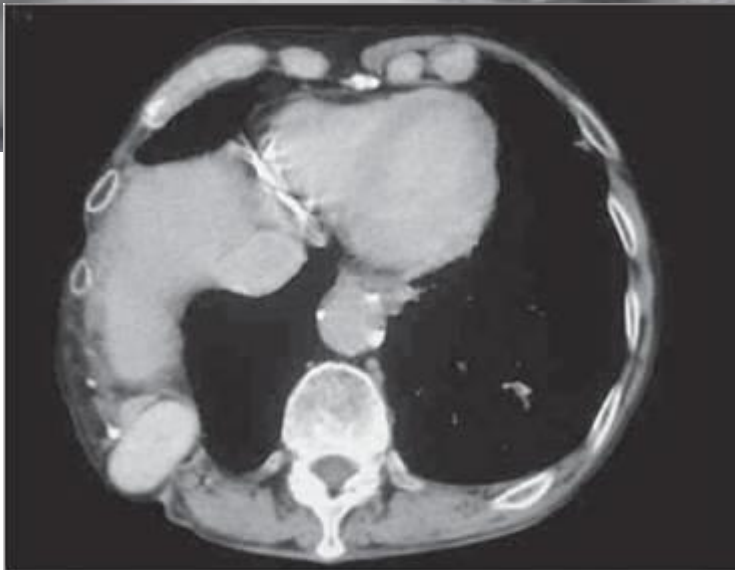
Computed tomography at the level of the thoracolumbar transition demonstrating herniated kidney, at right, through the superior lumbar triangle.
